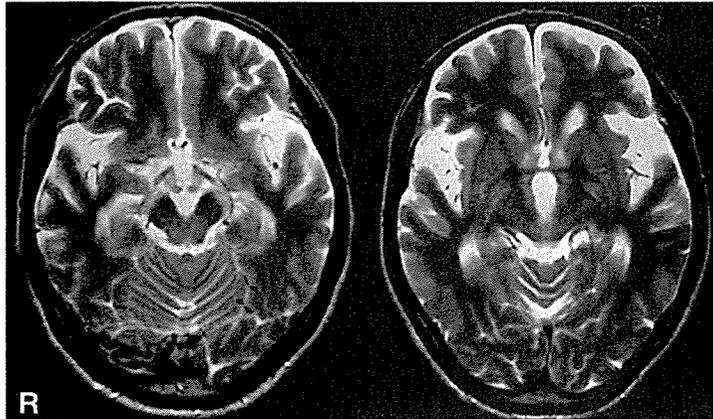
a YBのMRI T<sub>2</sub>水平断画像 中脳の対称性の萎縮が明らかであった
